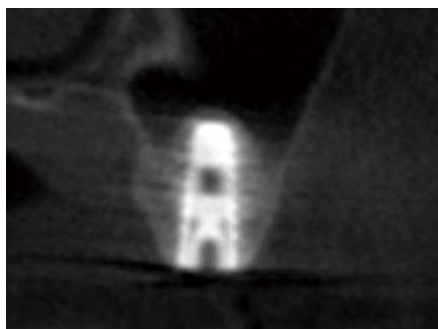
インプラント埋入後の 7 部CT像。
